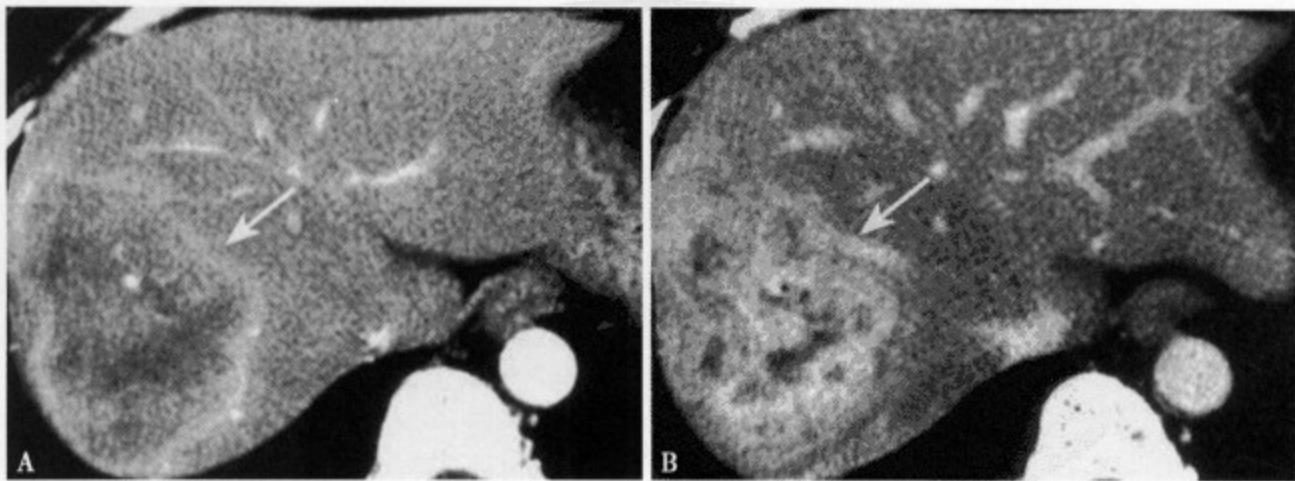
乳腺癌肝转移。增强 CT 动脉期 (A) 内显示肝右叶内分叶状肿块, 边缘环形强化, 内部强化不均匀; 平衡期 (B) 肿瘤内部明显强化, 其中杂有不强化坏死区, 边缘可见低密度假包膜影
